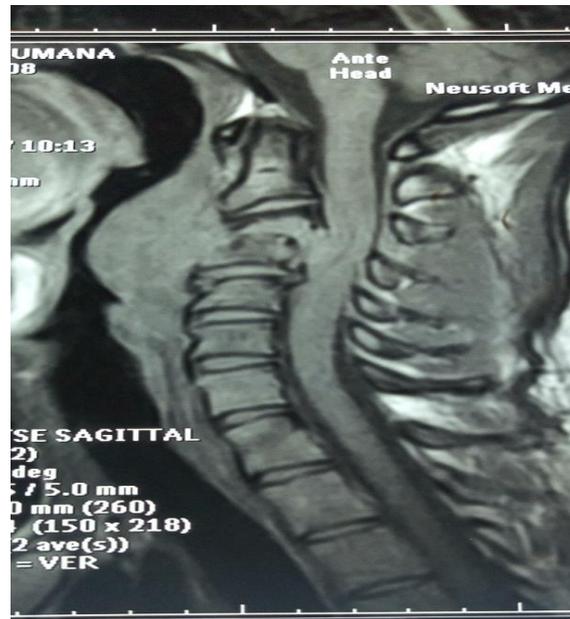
Spondylodiscite tuberculeuse (mal de pott) en C₃–C₄ avec abcès au compression vertèbre et médullaire. IRM faite au CHU de l'hôpital du Mali
